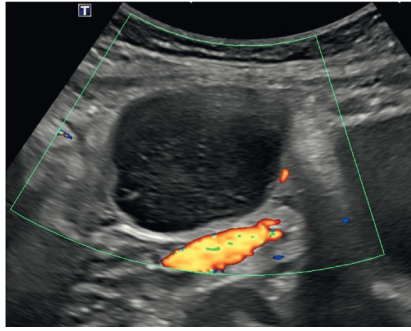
Ovarialzyste links mit Dopplersignal
